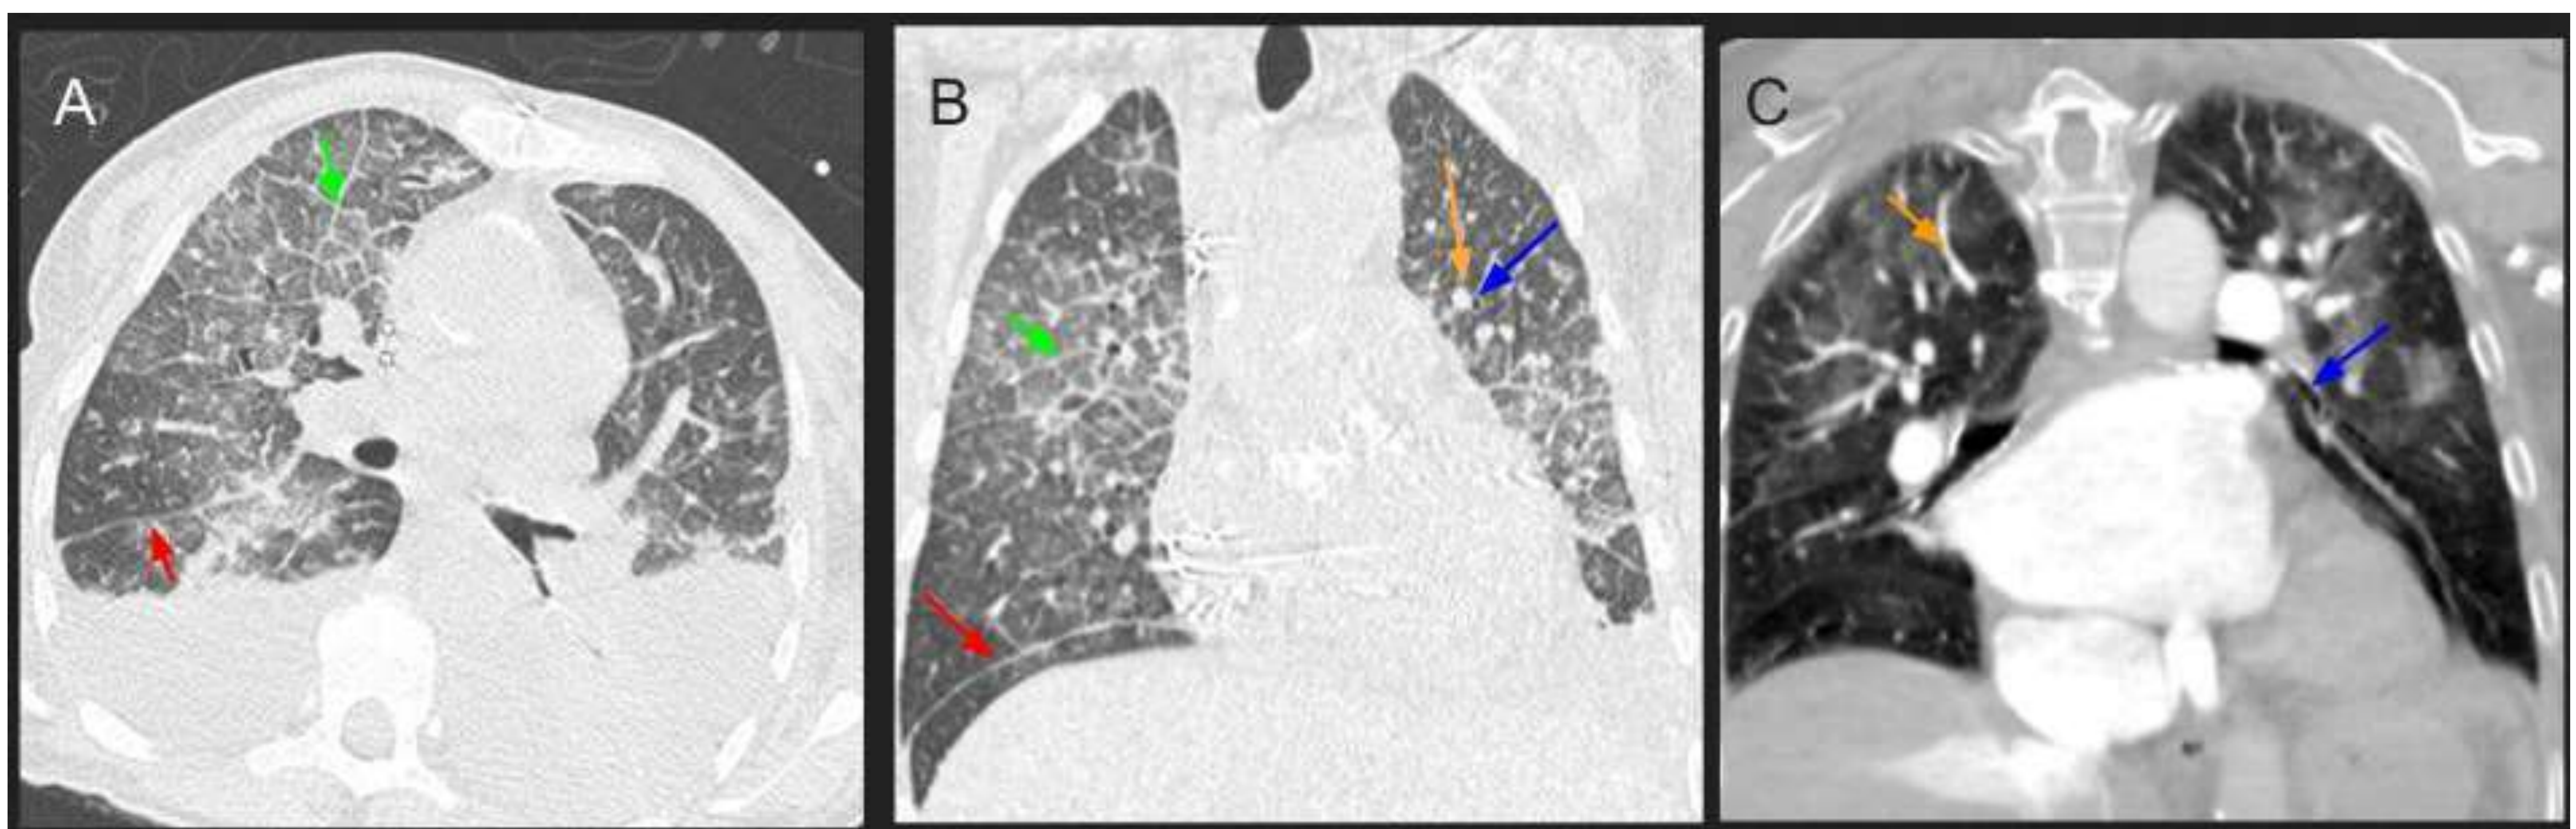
Imágenes TC de tres pacientes con EAP cardiogénico que muestran áreas difusas de vidrio esmerilado con aumento de la atenuación, engrosamiento septal inter e intralobar (↗) de predominio en áreas anteriores y superiores del campo pulmonar derecho (imágenes A y B), con engrosamiento peribronquial (↘) y aumento del diámetro vascular (↗). En la imagen A también observamos derrame pleural bilateral y engrosamiento de las fisuras (↗) en imágenes A y B.
